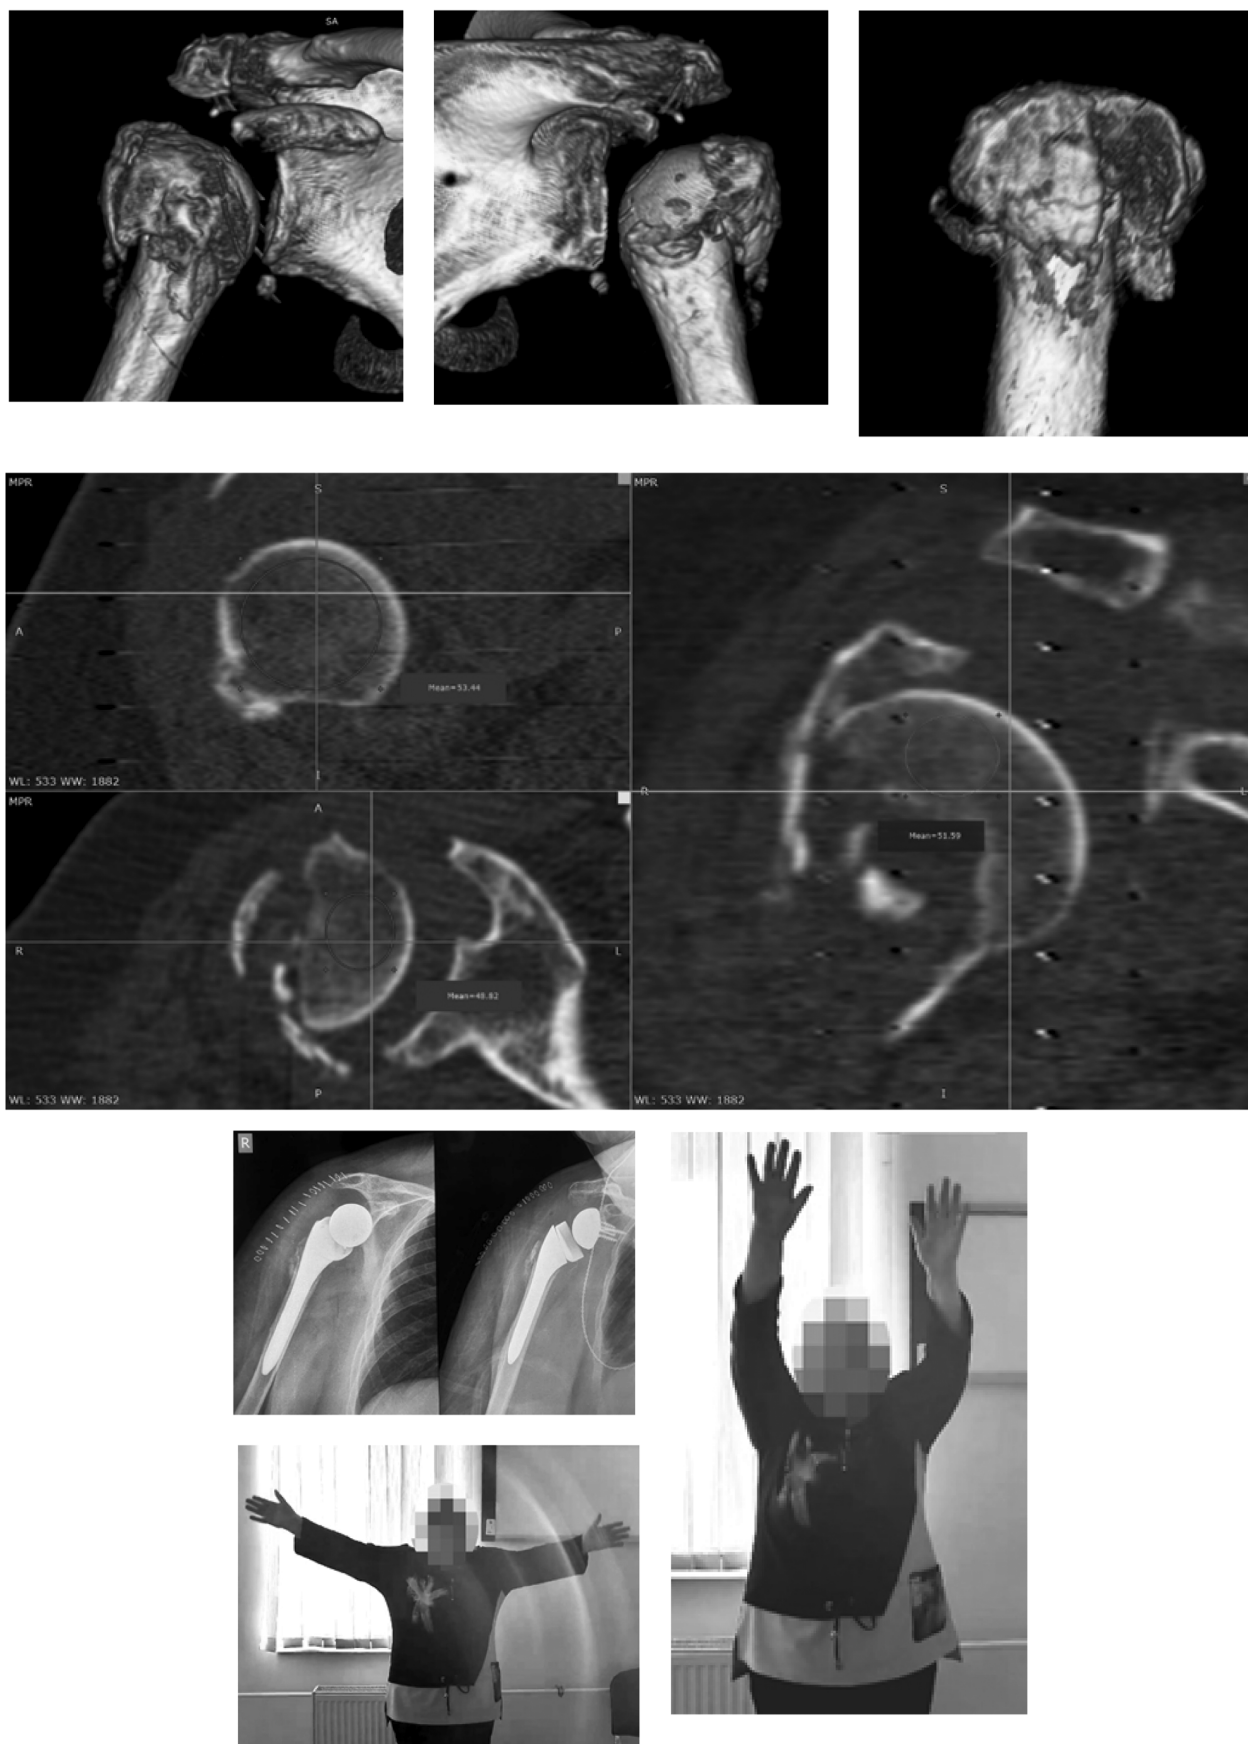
КТ плечевого сустава с расчётом единиц Хаунсфилда отломка плечевой кости (средние значения 48.82–53.44), послеоперационные рентгенограммы и функциональный результат у пациентки в группе с пониженной костной плотностью
